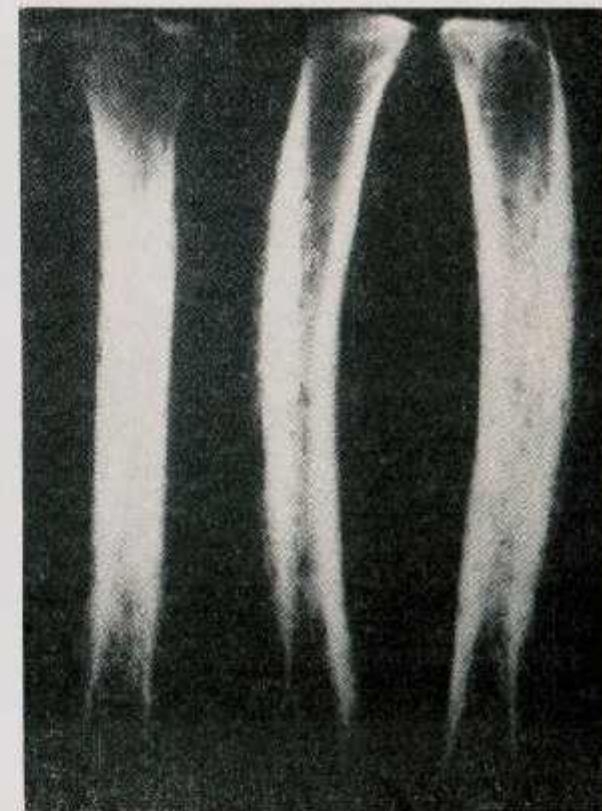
Radiografías de la tibia izquierda. Frente y laterales.
